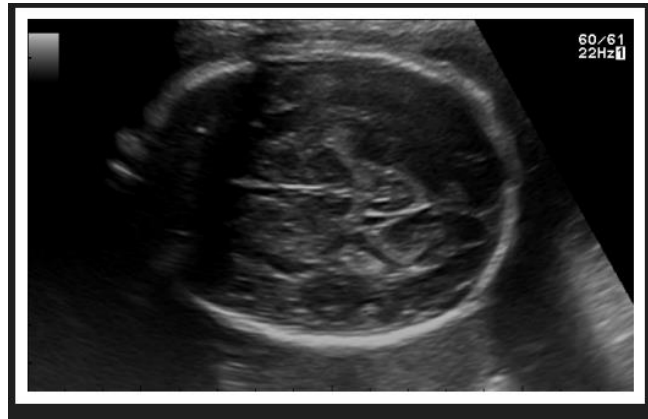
Ultrasonido Craneal
